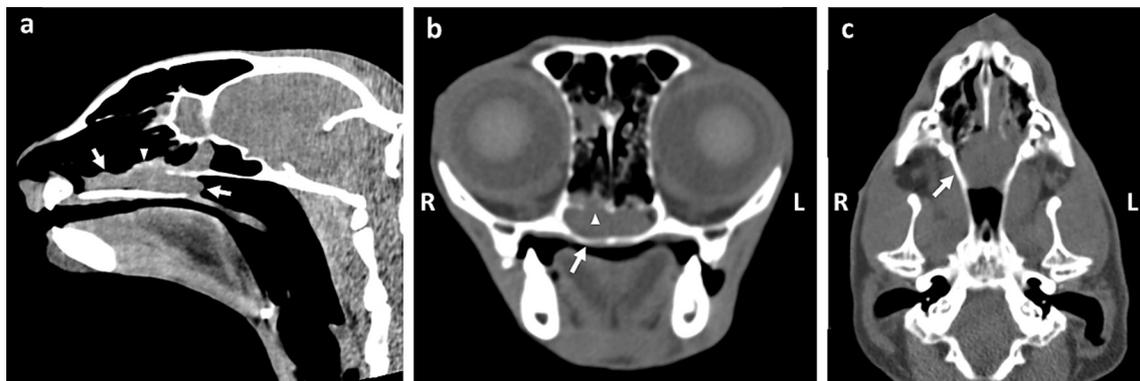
症例の頭部CT画像 (a: 矢状断面、b: 横断面、c: 背断面)。鼻咽頭道内に比較的境界明瞭な軟部組織が観察され (矢印)、一部は骨を破壊し鼻腔内への伸展が観察された (矢頭)。
